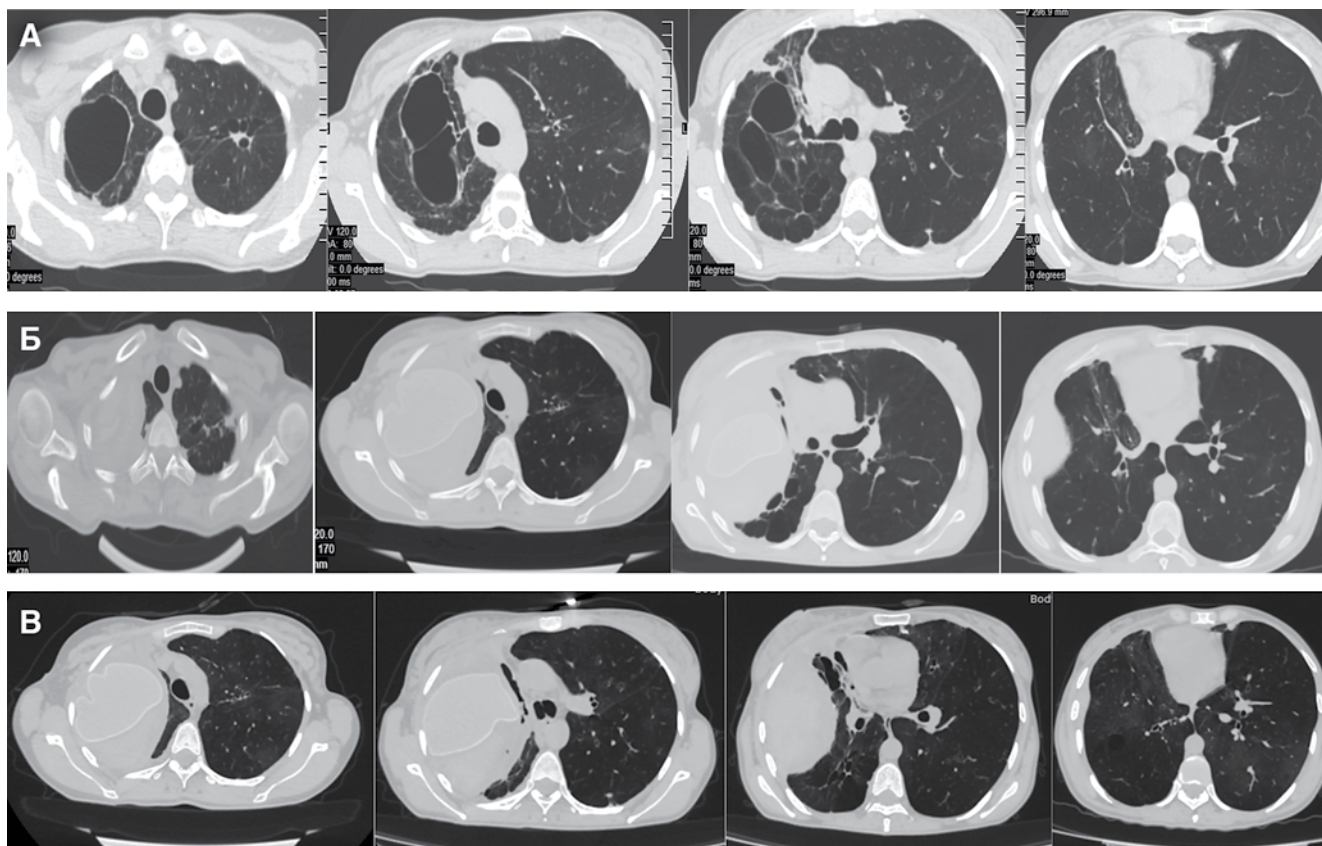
КТ пациентки Н.: А – 25.06.2015 г., перед операцией, Б – 06.08.2015 г. После операции 15 дней, В – 24.11.2015 г. после операции 3 мес
